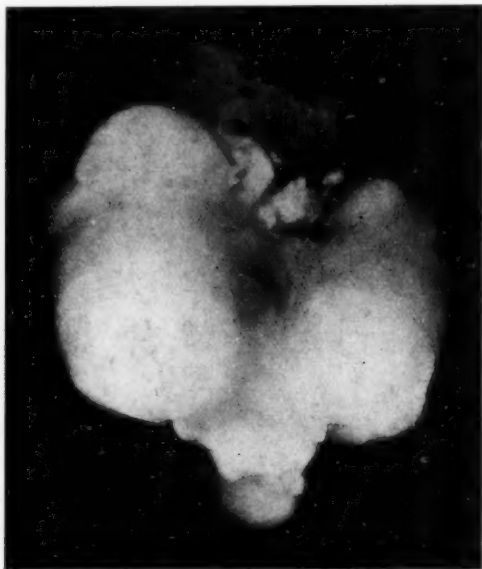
Radiographie réduite de la pièce opératoire après injection du canal déférent avec du lipiodol.
